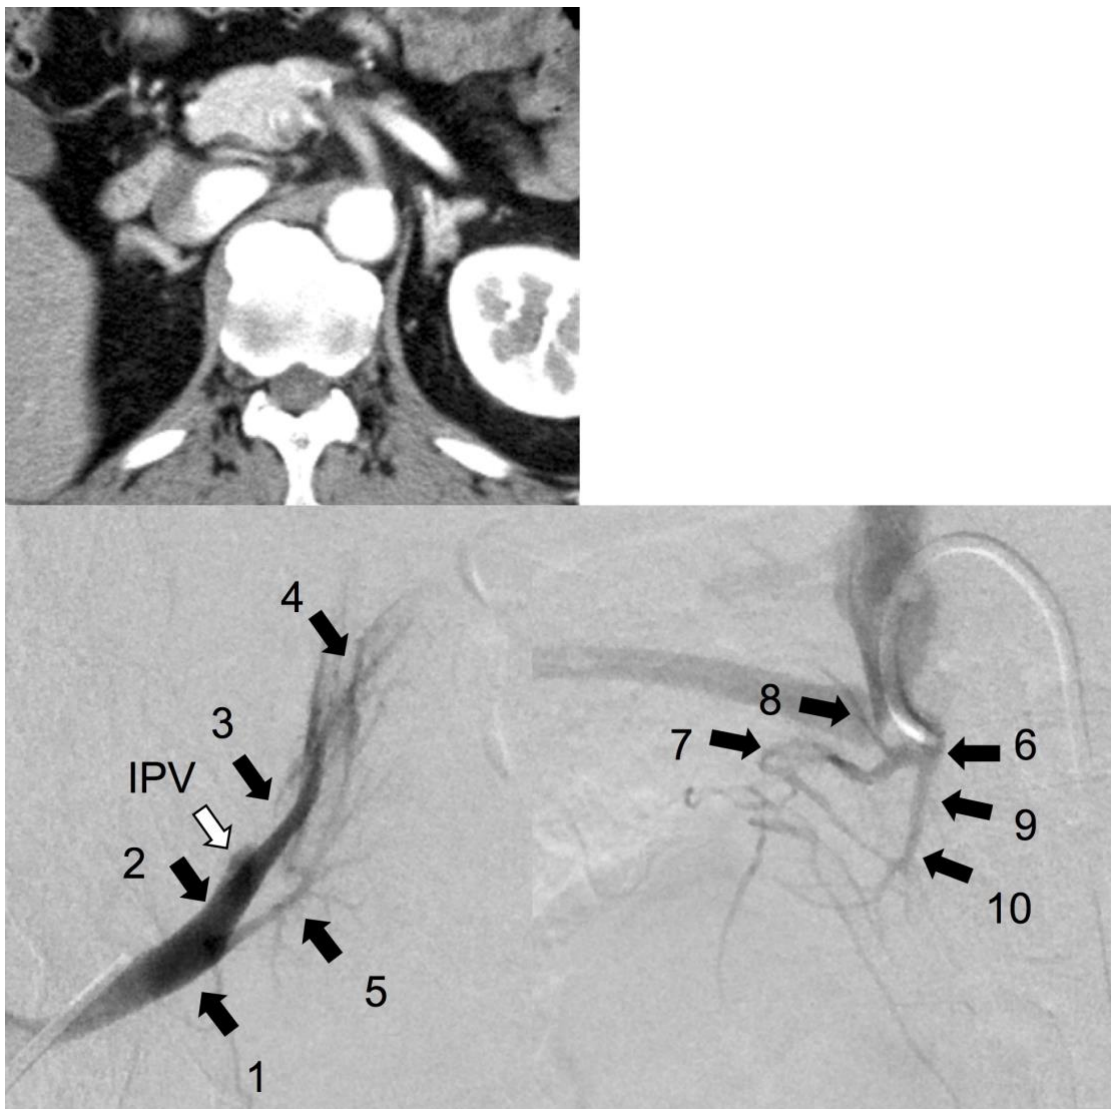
症例 2 の術前造影 CT と sAVS での左右副腎静脈採血部位
